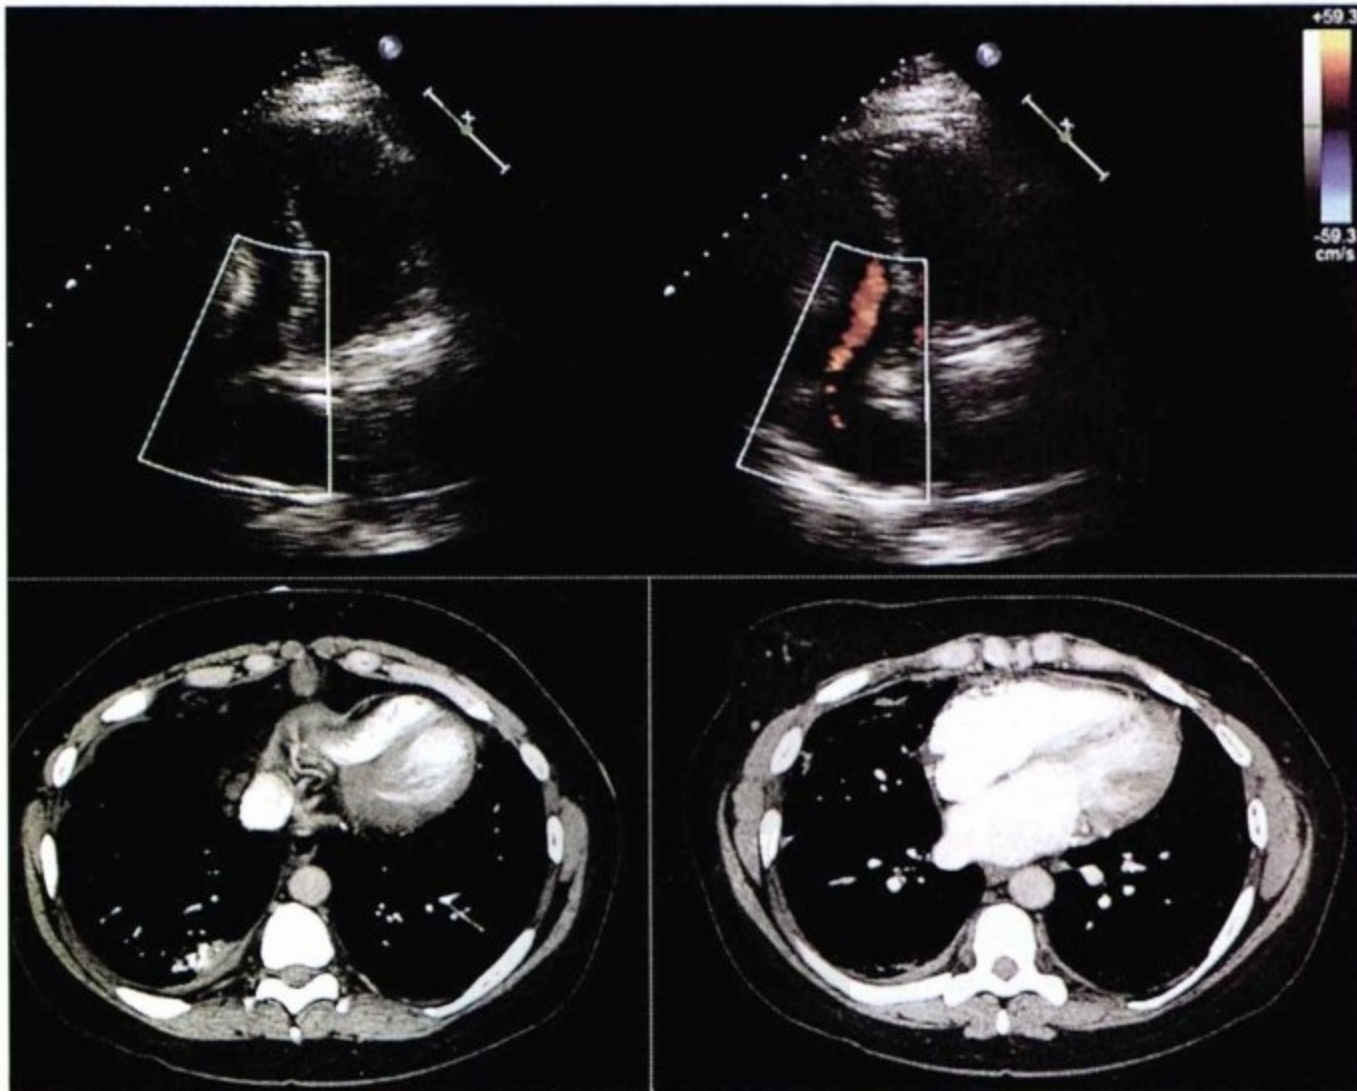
超声心动图与 CT 对照。上图:TTE 四腔位显示变形的右心室游离壁。下图:横轴位增强 CT 示心包未见明显增厚,未见钙化存在。右心室游离壁明显变形是缩窄性心包炎的间接征象。
